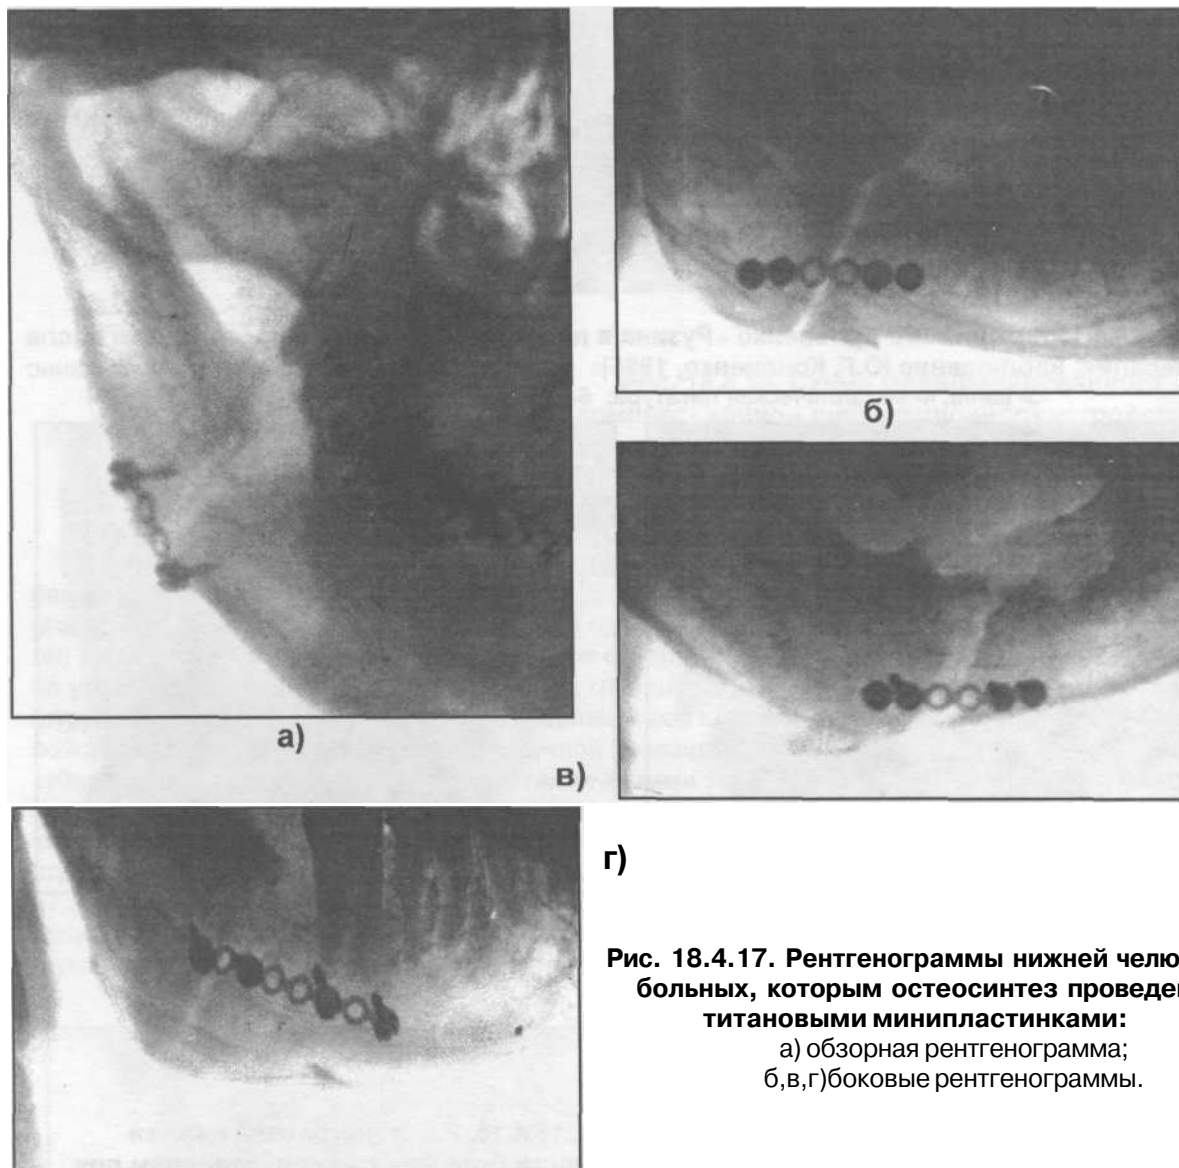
Рентгенограммы нижней челюсти больных, которым остеосинтез проведен титановыми минипластинками:
